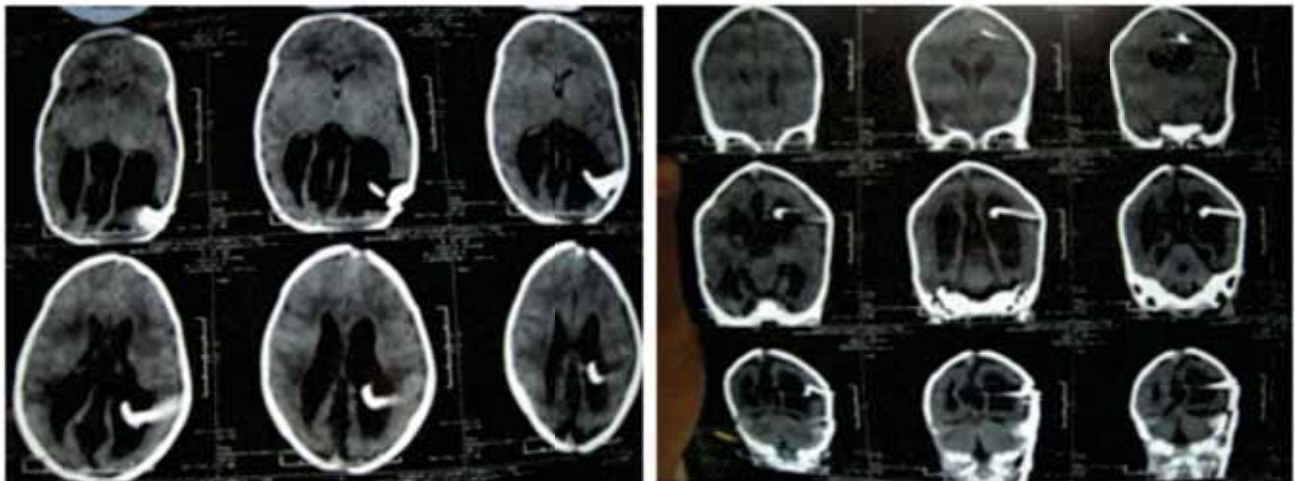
Tomografía axial computarizada de control en el postoperatorio de la derivación ventrículo peritoneal.
